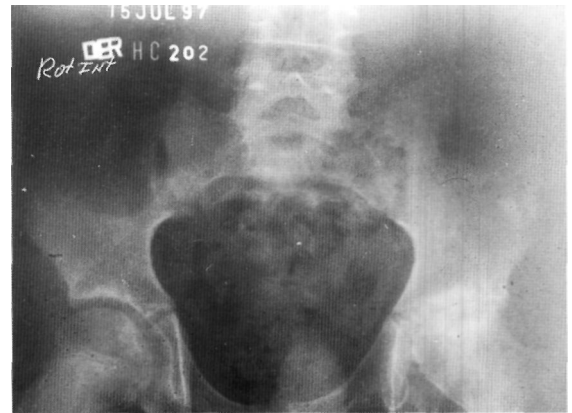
Radiografía de pelvis ósea al ingreso. Obsérvese el ensanchamiento del cuello femoral izquierdo, deformidad de la cabeza femoral, desaparición de la línea de crecimiento epifisaria y lesiones de necrosis de la cabeza femoral.
